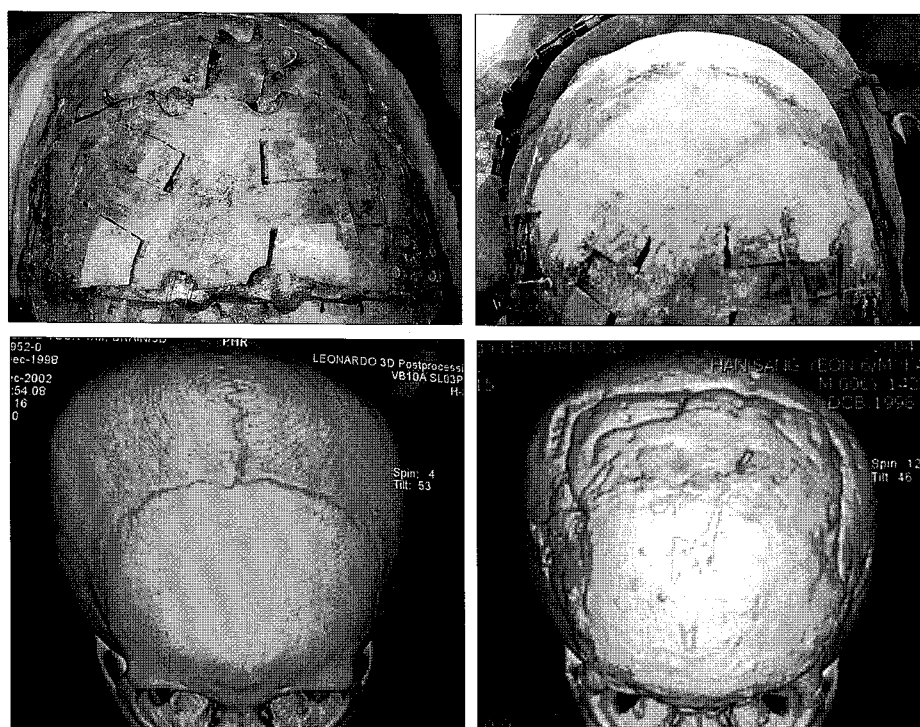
A 4-year-old male with trigonocephaly. (Above, left) Intraoperative view after anterior 2/3 calvarial reconstruction. (Above, right) After contouring with BoneSource®. (Below, left) Preoperative 3D CT scan finding. (Below, right) Postoperative 2 years 3D CT scan finding.
